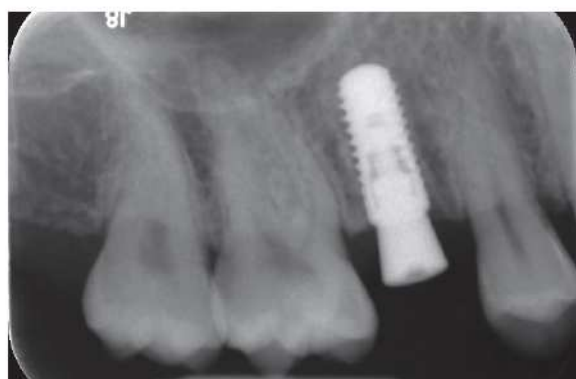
Röntgenstatus nach Implantation.
